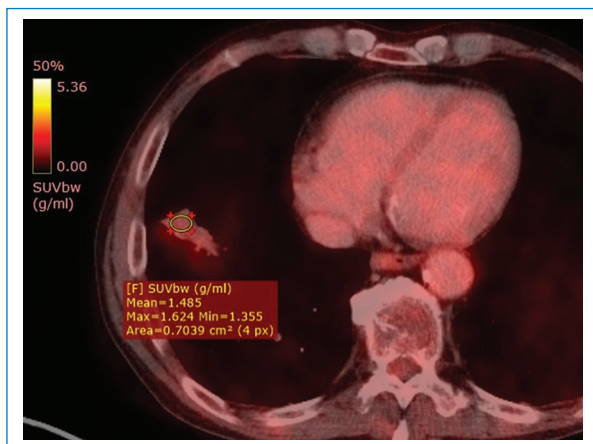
Control postratamiento mediante PET-TC por emisión de positrones con 18-fluorodesoxiglucosa. Se puede apreciar reducción en el tamaño de la consolidación pulmonar en seguimiento y disminución en su actividad metabólica (SUV: 1,4) (ROI).
